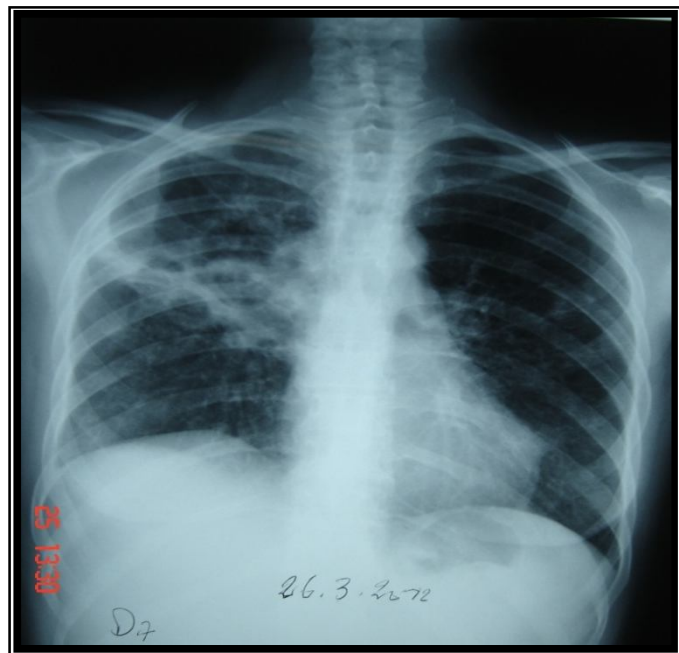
radiographie thoracique montrant opacité excavée du poumon droit et un infiltrat du poumon gauche
